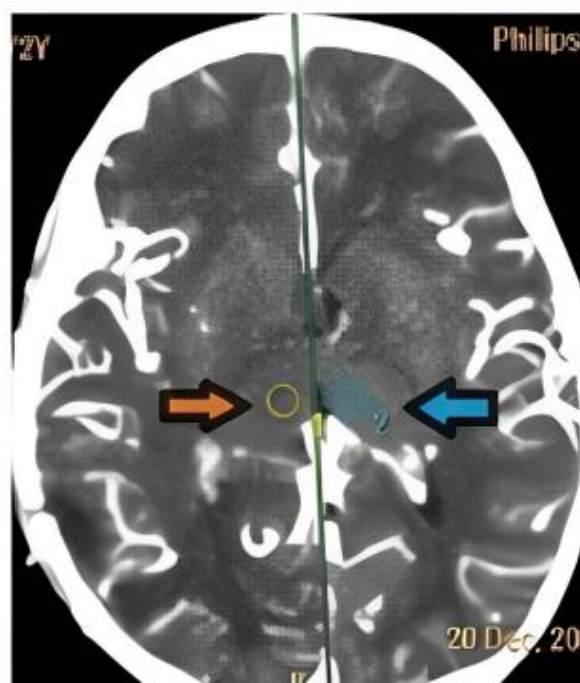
Bilateral thalamus regions of interest where the computed tomography perfusion study was performed.
